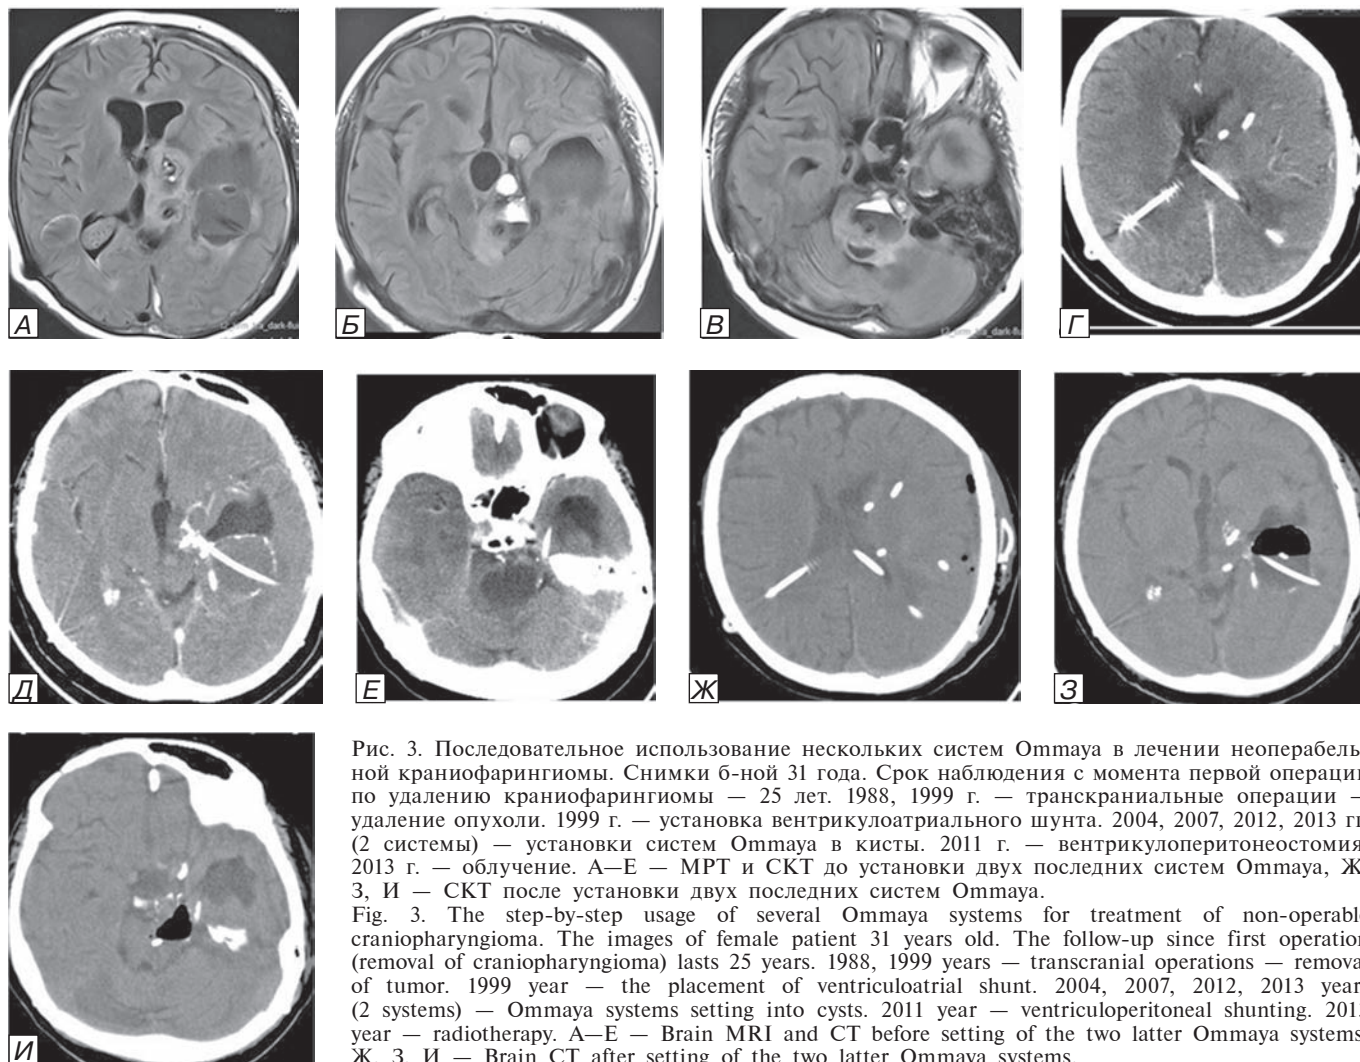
Последовательное использование нескольких систем Ommaya в лечении неоперабельной краниофарингиомы. Снимки 6-ной 31 года. Срок наблюдения с момента первой операции по удалению краниофарингиомы — 25 лет. 1988, 1999 г. — транскраниальные операции — удаление опухоли. 1999 г. — установка вентрикулоатриального шунта. 2004, 2007, 2012, 2013 гг. (2 системы) — установки систем Ommaya в кисты. 2011 г. — вентрикулоперитонеостомия. 2013 г. — облучение. А–Е — МРТ и СКТ до установки двух последних систем Ommaya, Ж, З, И — СКТ после установки двух последних систем Ommaya.
